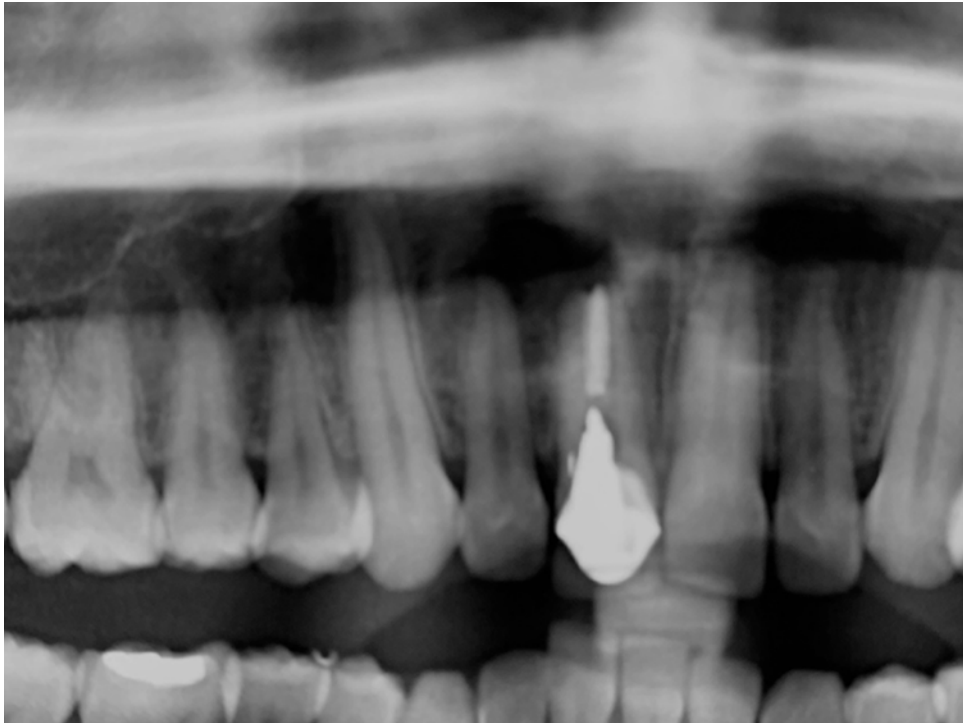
Radiografía panorámica inicial.
